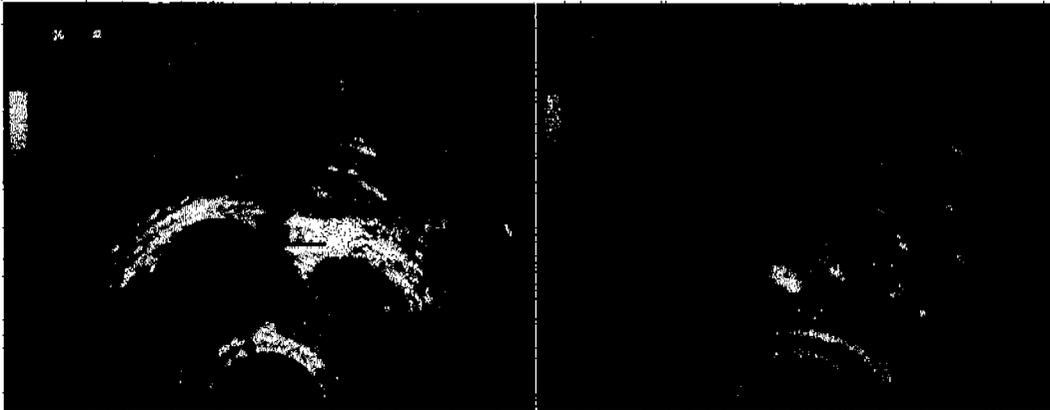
Ultrasonido transrectal de próstata. El corte transversal muestra una imagen quística del lado derecho (flecha), sobre la vesícula seminal, la cual se encuentra dilatada. El corte sagital evidencia el mismo quiste en la parte posterior de la glándula prostática, sobre la zona de los conductos eyaculadores y de las vesículas seminales.
